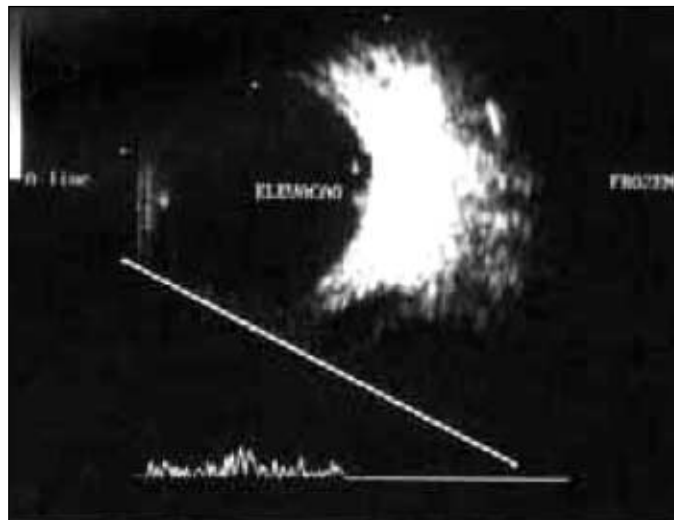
Ecografia do olho direito. Aumento do comprimento axial, turvação vítrea no pólo posterior e aumento da escavação
